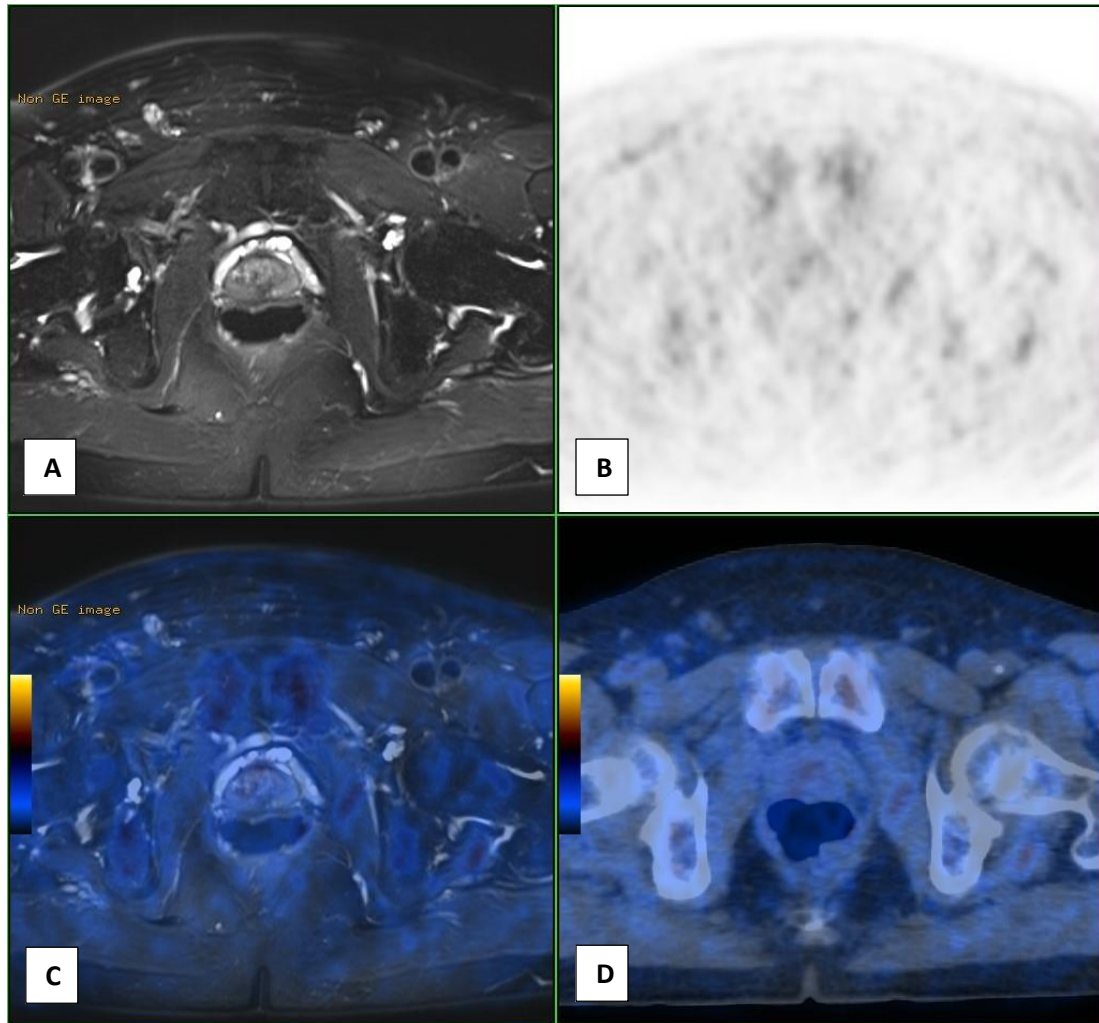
Imagens da região pélvica obtidas no plano axial por RM com ponderação em T2 (A), PET (B), PET/RM (C) e PET/TC (D). Não se identificam lesões suspeitas em nenhuma das modalidades de imagem.
